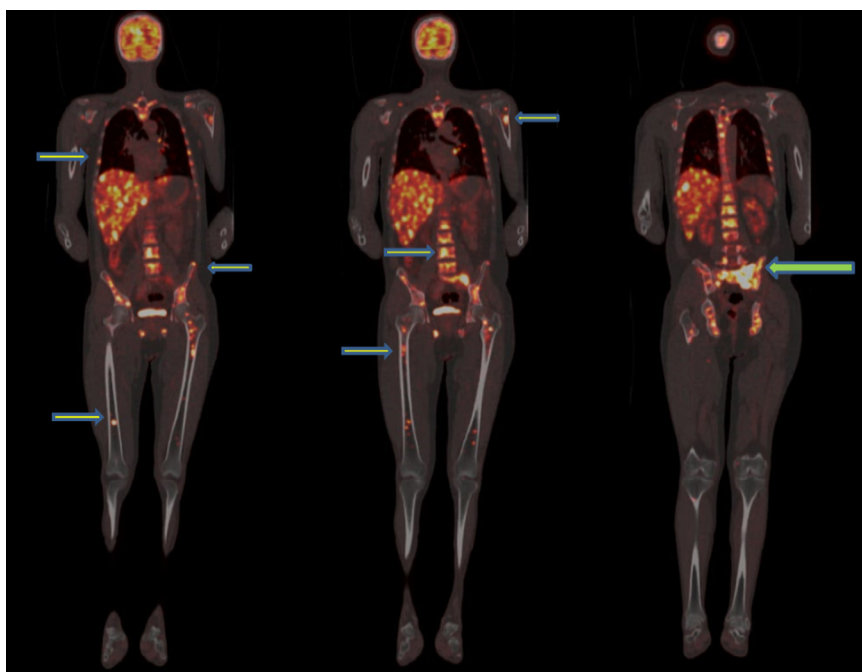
Cortes en coronal con TAC en ventana ósea que muestran el compromiso intensamente hipermetabólico esquelético (se señalan algunas lesiones con las flechas).
